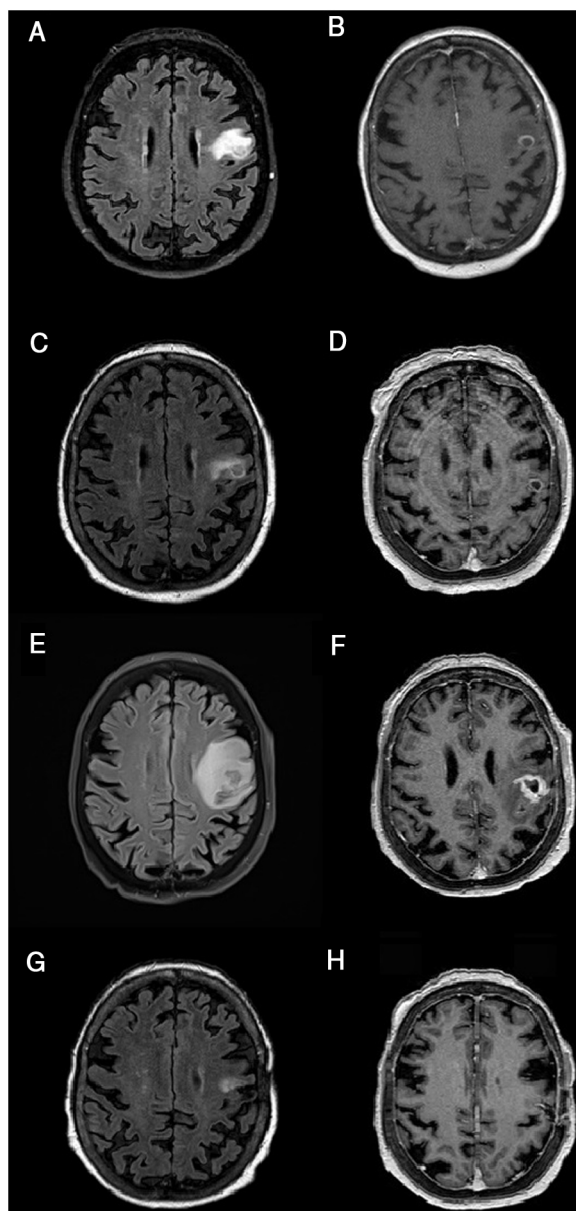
Resonancia magnética cerebral, evolución de la lesión.
